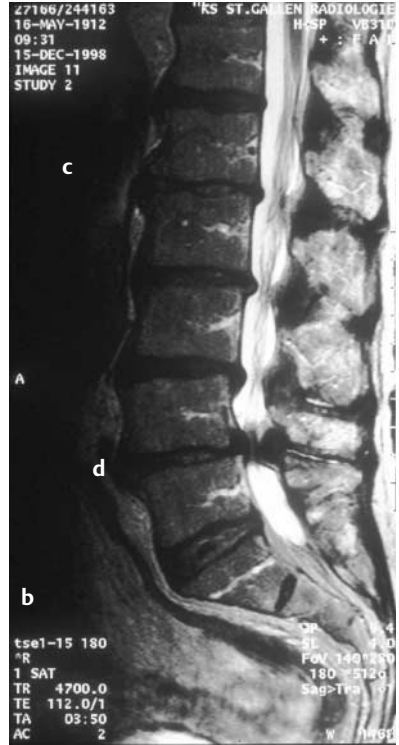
Kernspintomographische Befunde (MRI).
